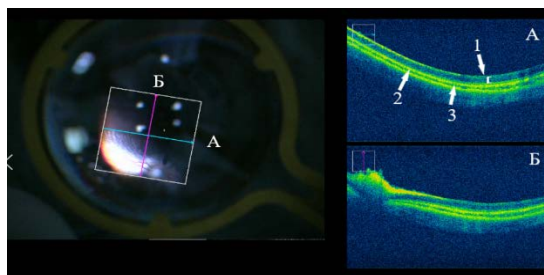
Картина глазного дна (слева) и интраоперационные томограммы (справа) перед проведением ультразвуковой витрэктомии. Сканы выполнены через зрительную «полосу» (А) и через «валик» слоя нервных волокон (Б). Визуализируются слои нейроэпителия сетчатки (1), пигментный эпителий (2) и хориоида (3)
